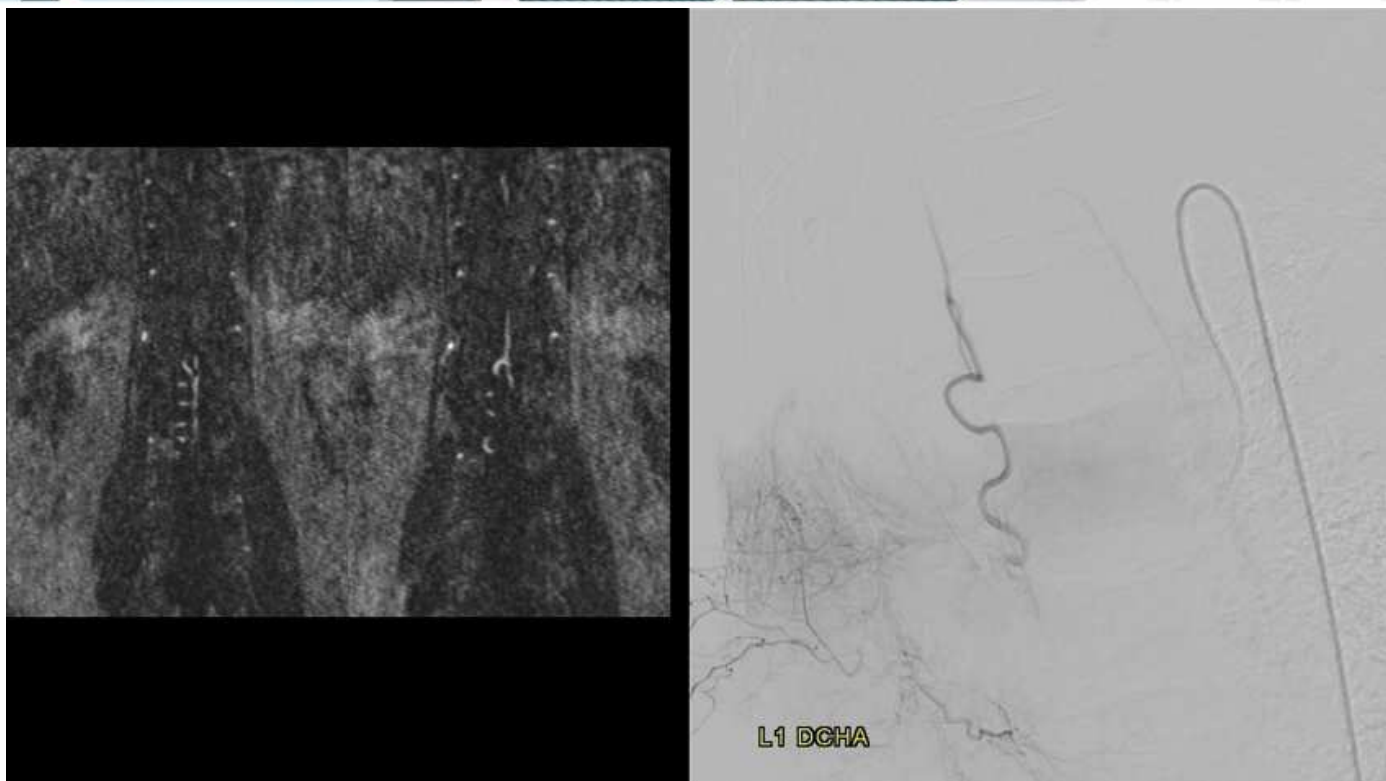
(Izquierda) Reconstrucción coronal de angio-RM espinal con contraste que muestra opacificación patológica precoz en fase arterial de una estructura venosa perimedular dilatada. (Derecha) Angiografía espinal selectiva de la arteria radicular derecha L1 que confirma los hallazgos, compatibles con una fístula arteriovenosa dural espinal.
